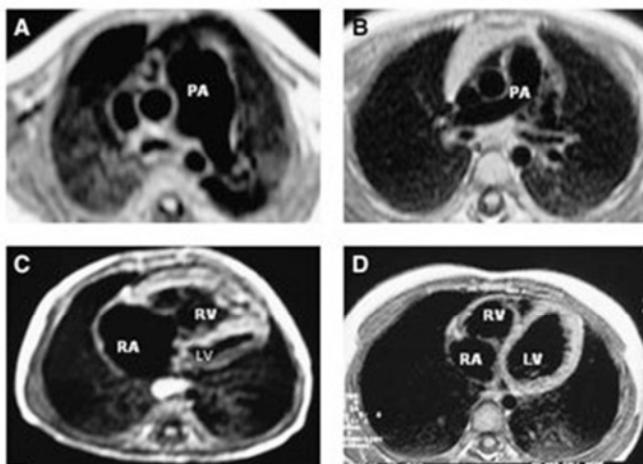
IRM cardiaque chez un enfant atteint d'HTAP idiopathique
